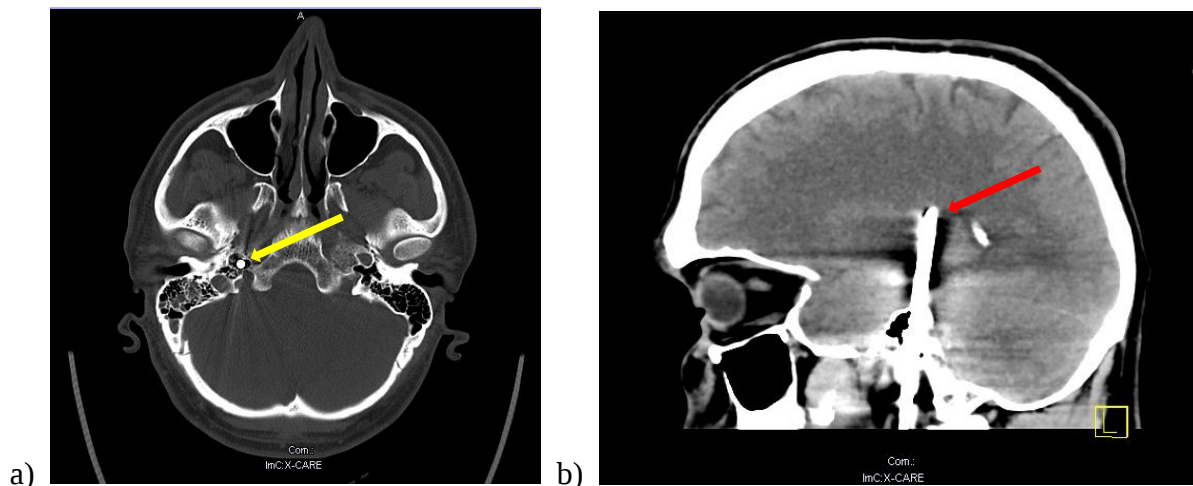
a) Kraniales CT, axiale Schicht, Knochenfenster. Darstellung des Fremdkörpers (Zimmermannsnagel), das in den Schädel über die rechte Pars petrosa eindringt (gelber Pfeil). b) Kraniales CT, sagittale Schicht. Darstellung des FK, die FK-Spitze liegt in der rechten Capsula interna (roter Pfeil).
